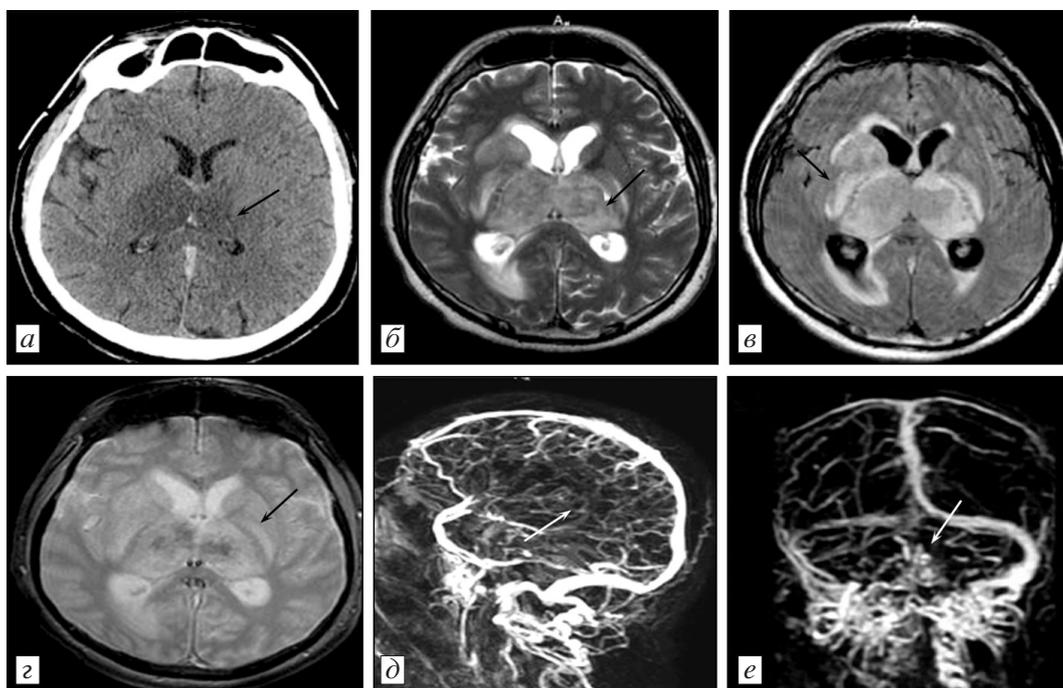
СКТ и МРТ головного мозга пациента В., 30 лет.
